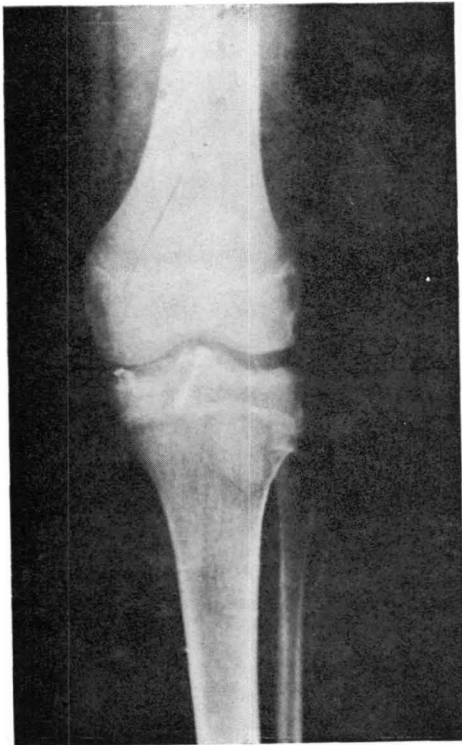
(A y B). — Caso 4. Radiografías post-operatorias.
